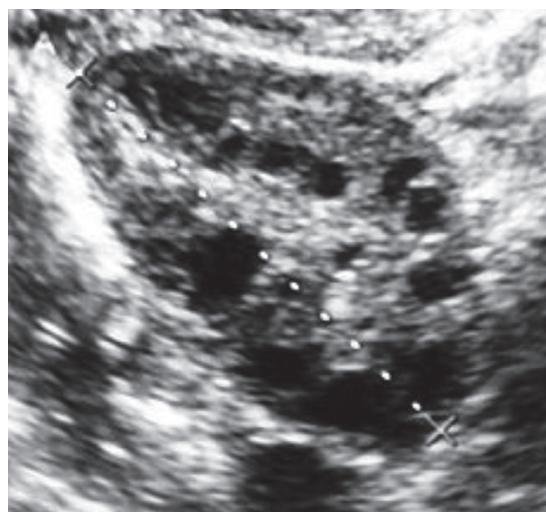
Ovario poliquístico típico obtenido mediante ultrasonido de alta resolución.
